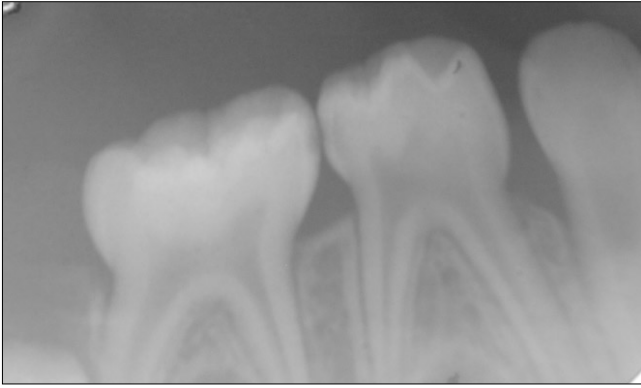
Periapical view 2 weeks after surgery. The radiopaque material was disappeared.
